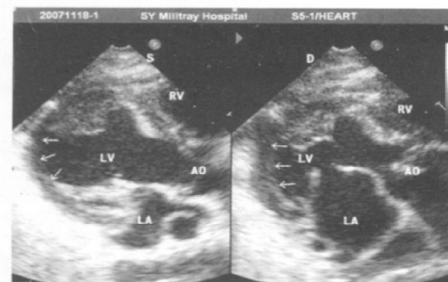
室壁呈矛盾运动的超声心动图 S 为收缩期, D 为舒张期, LV 为左心室, LA 为左心房, AO 为主动脉, RV 为右心室。
